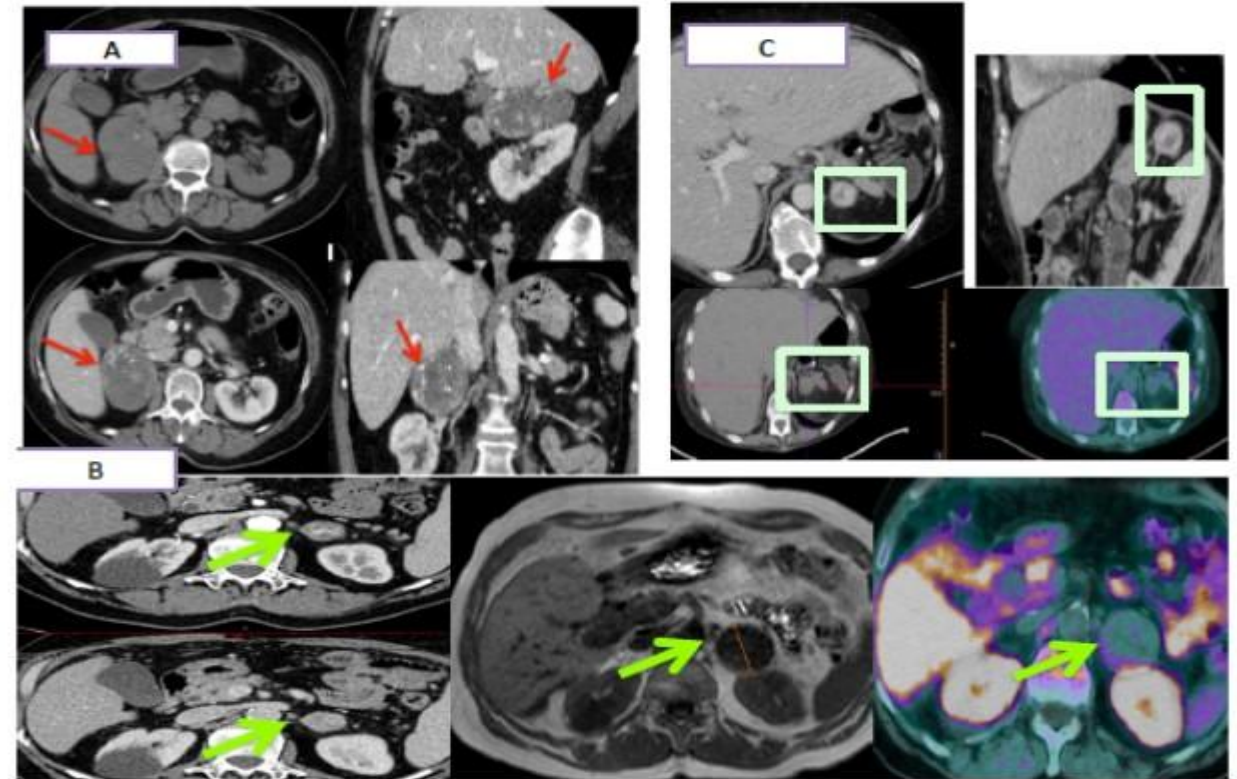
A. TC de abdomen sin contraste y con contraste iv. Masa suprarrenal derecha de 5 cm, con presencia de flebolitos en estudio sin contraste y realce centrípeto tras contraste. B. TC de abdomen con contraste iv en fase arterial y portal. Masa suprarrenal izquierda de 4.4 cm, con realce centrípeto de contraste, con crecimiento en colangiorm, hipointenso en secuencias T1 de RM y con ausencia de captación en PET-TC. C. TC de abdomen con contraste iv. Nódulo suprarrenal izquierdo de 2.4 cm, con realce centrípeto y ausencia de captación en PET-TC.
